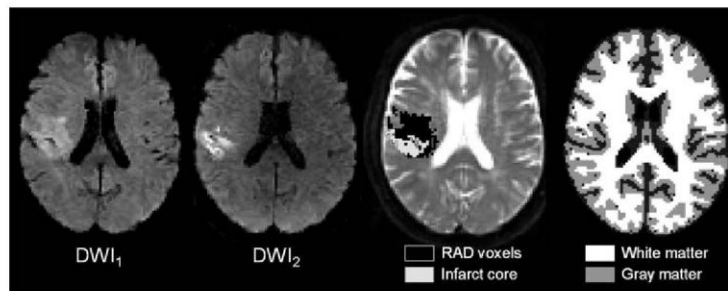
Reversible acute diffusion-weighted imaging (DWI) lesion (RAD lesion; black) in a patient in whom white matter represented 70.5% of the initial DWI (DWI₁) lesion and 75.0% of RAD lesion. DWI₂ indicates 24-hour DWI.
